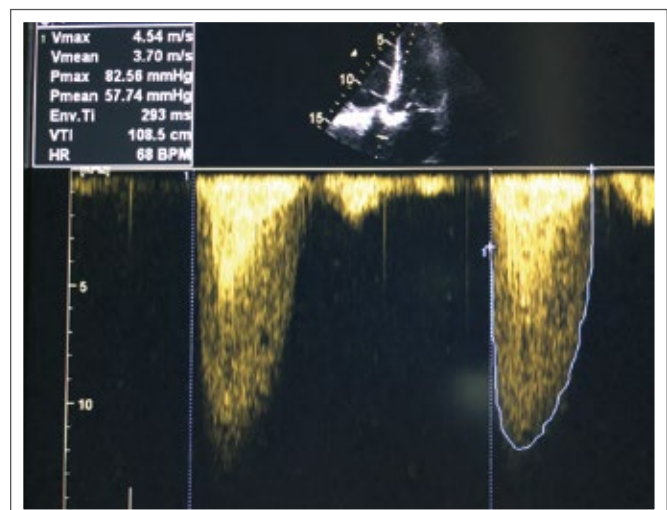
CW-Doppler: Aortenklappenstenose. Es handelt sich um den gleichen Patienten wie bei Abb. 3, aber jetzt bei dunklem Hintergrund; ohne „Overgain“ viel geringere VTI.
